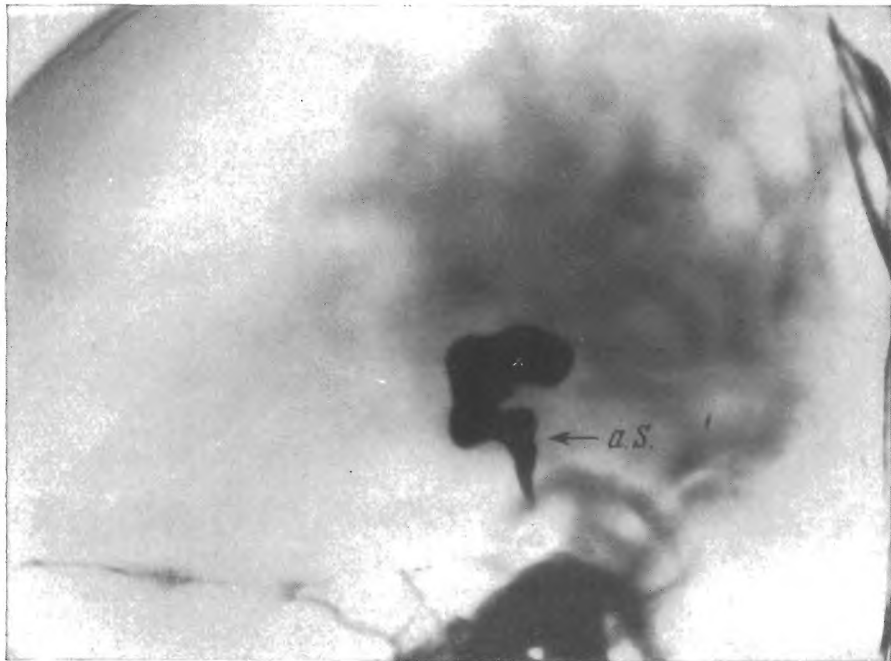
Вентрикулография с майодилом (боковая рентгенограмма при горизонтальном ходе луча) у ребенка с опухолью верхнего червя мозжечка. Углообразная деформация силвиева водопровода (а. с.) в связи со смещением его кпереди.
